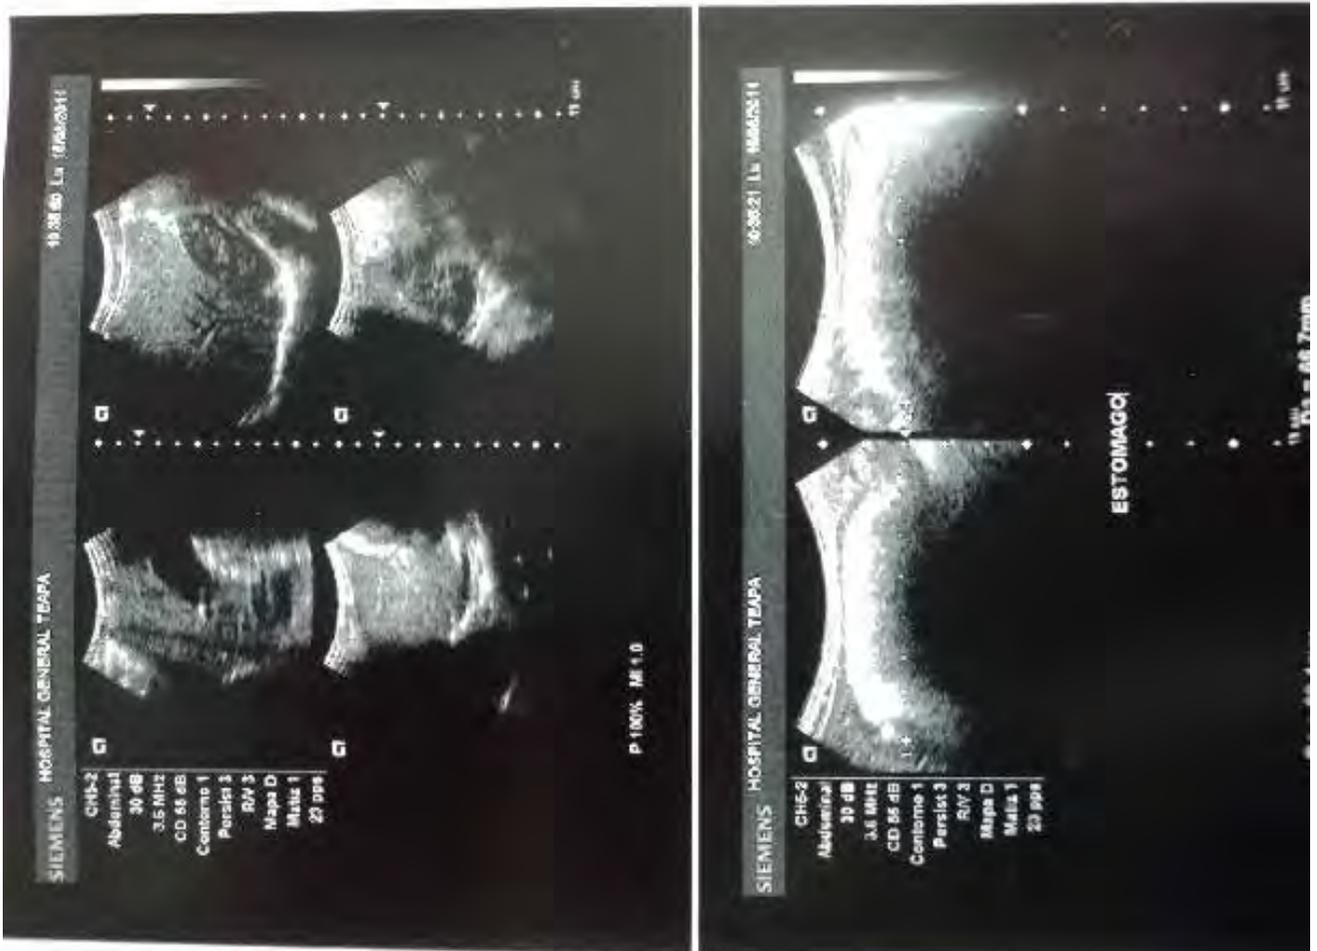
Ultrasonido dilatación gástrica, masa y engrosamiento de sus paredes.
